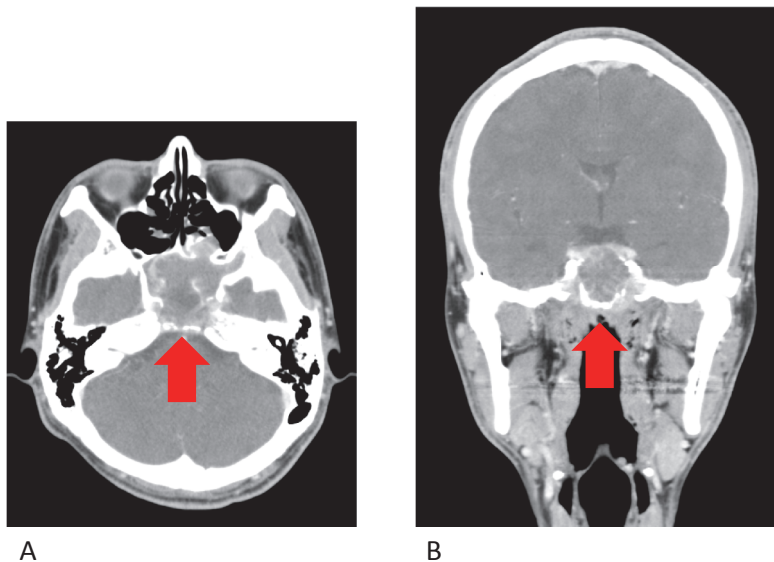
頭部CT (A: axial 画像, B: coronal 画像)
